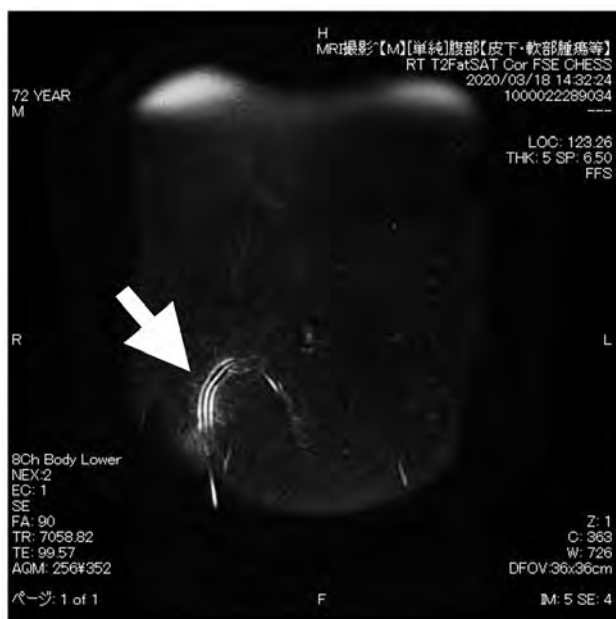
術前画像診断 MRI T2脂肪抑制 冠状断像
